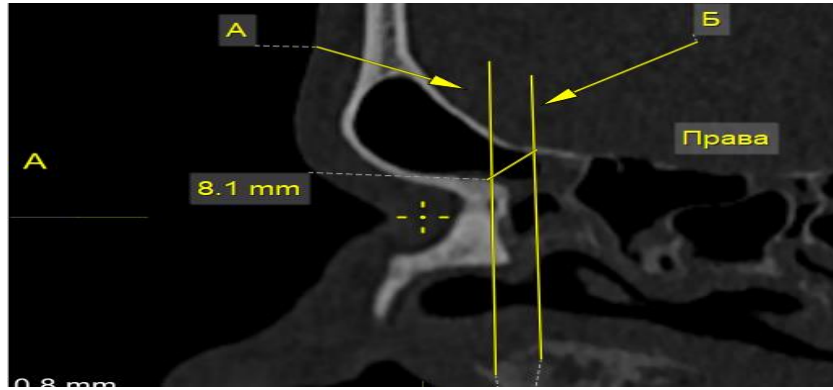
НЛС правої лобової пазухи з позитивною оцінкою (Комп'ютерна томограма чоловіка 26 років).
